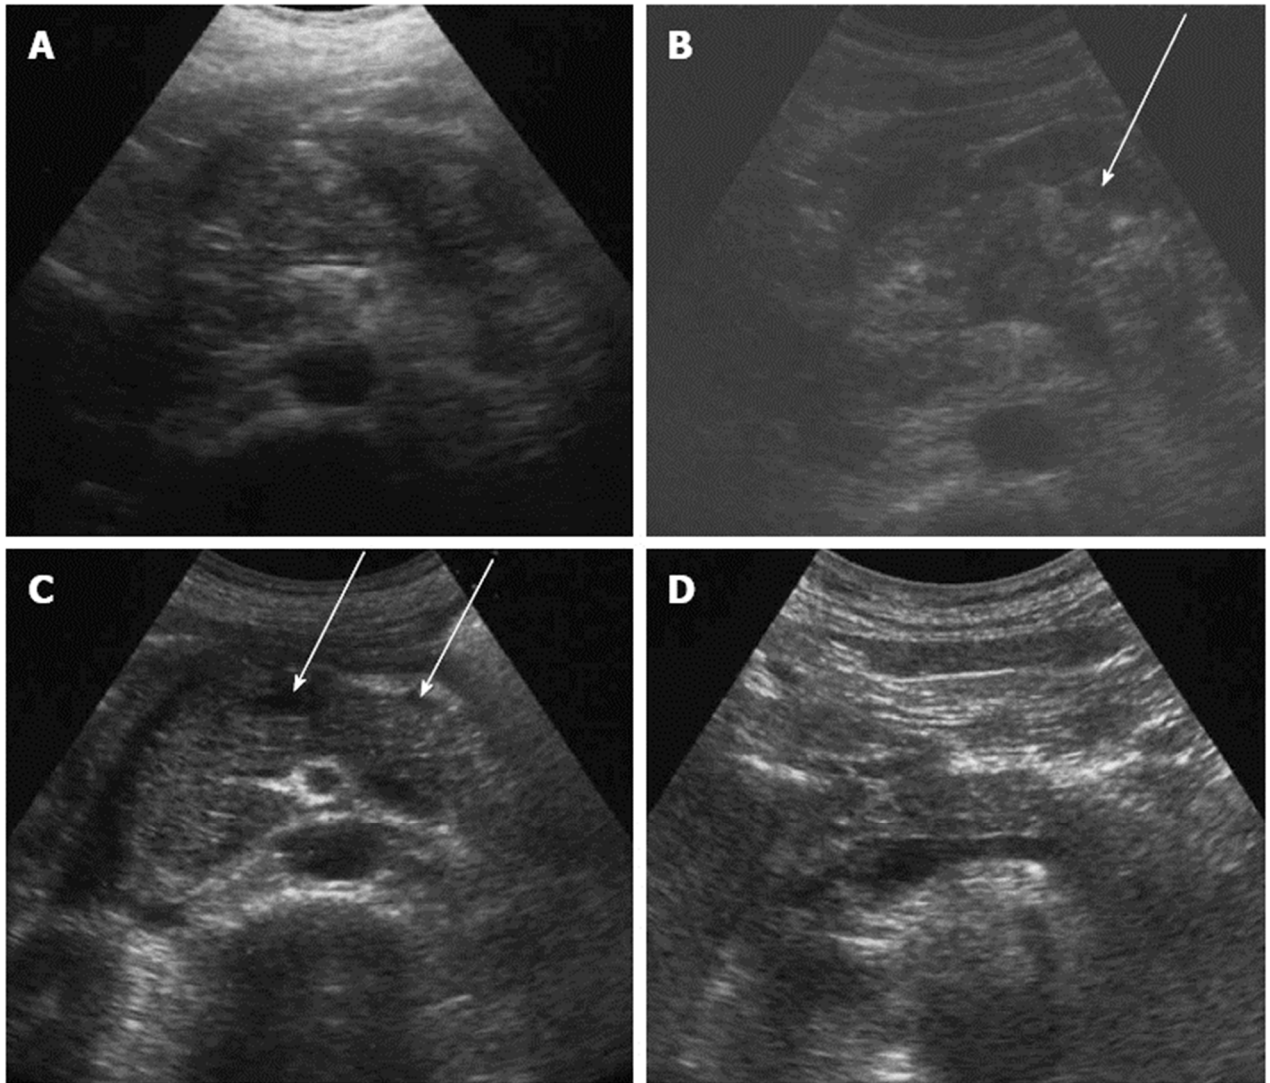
Nécrose pancréatique infectée avant et après le traitement de la pancréatite aiguë. (Vue échographique).
